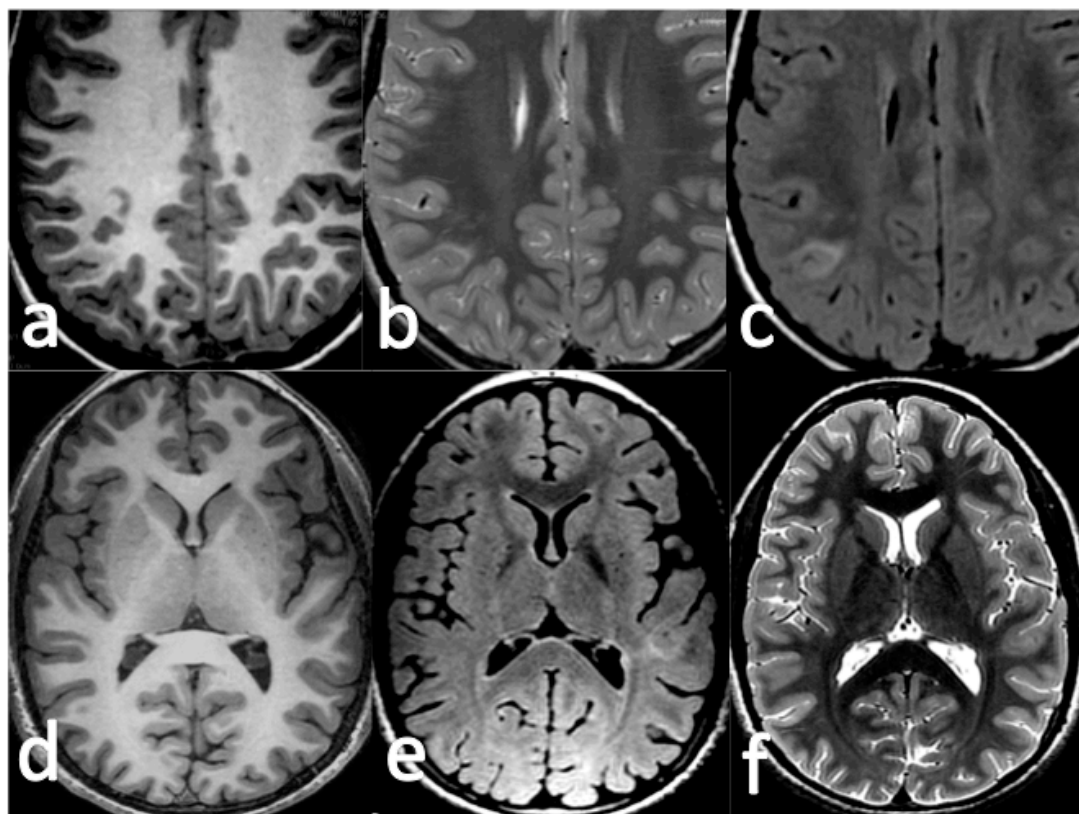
Ejemplos de displasia de fondo de surco. En la fila superior se observa una pequeña displasia cortical tipo II en el fondo de un pequeño surco parietal derecho. Puede observarse discreto aumento de señal en la corteza en la secuencia T1 con borrosidad del margen cortical (a) así como hiperintensidad yuxtacortical en la secuencia T2 (b) y FLAIR (c). En la fila inferior se observa una displasia de fondo de surco temporal izquierda que presenta discreto engrosamiento cortical en la secuencia T1 (d) con borrosidad del margen cortical e hiperintensidad yuxtacortical con banda hiperintensa que se extiende hasta el ventrículo, visible tanto en la secuencia FLAIR (e) como T2 (f).
